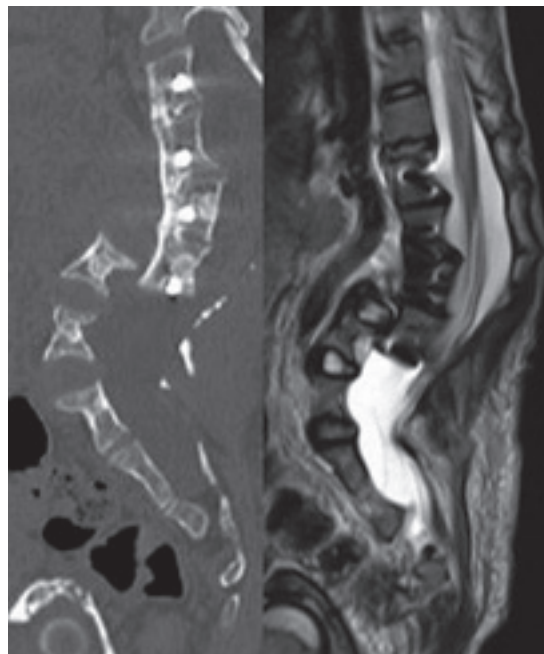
左：腰椎 CT 右：腰椎 MRI T2 強調像 LIV 遠位での脱臼を認める。
